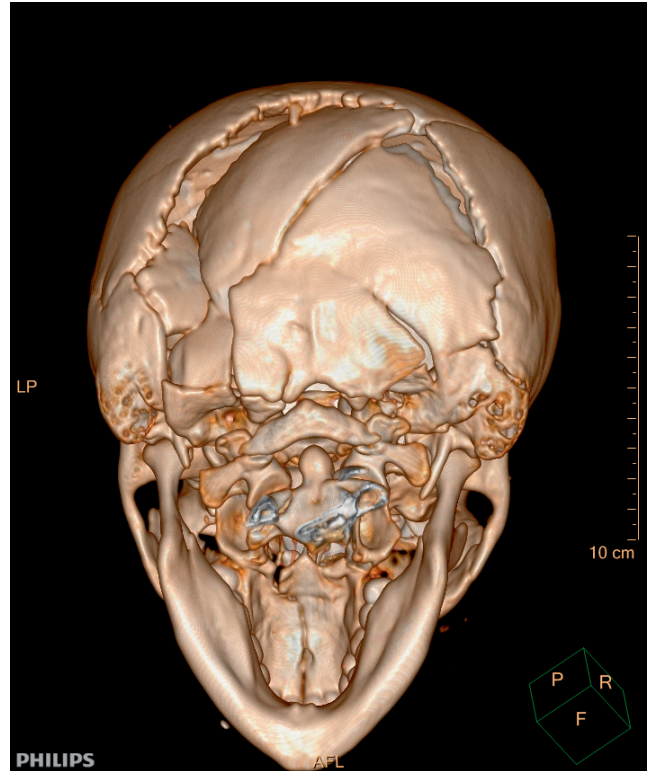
Компьютерная томография. 3D-реконструкция. Вид сзади. Множественные вдавленно-оскольчатые переломы костей свода и основания черепа
